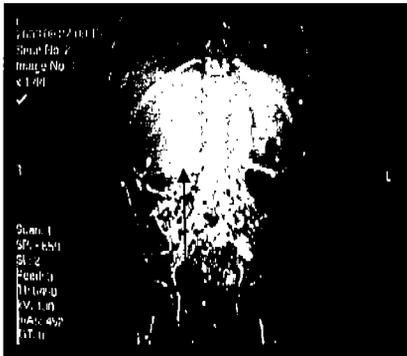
Rabdomiosarcoma de Vías Biliares. a) Radiografía digital por TC del abdomen de una mujer de 5 años con ictericia y dolor en la que se observa una gran radio opacidad en el hipocondrio derecho, en topografía hepática, el corte transversal con contraste (b) de la misma paciente en dicho nivel, muestra tumoración heterogénea de baja atenuación y formación de pseudocápsula que resultó ser un subtipo Botrioides. Observe la ausencia de dilatación de la vía biliar en el resto del órgano.
